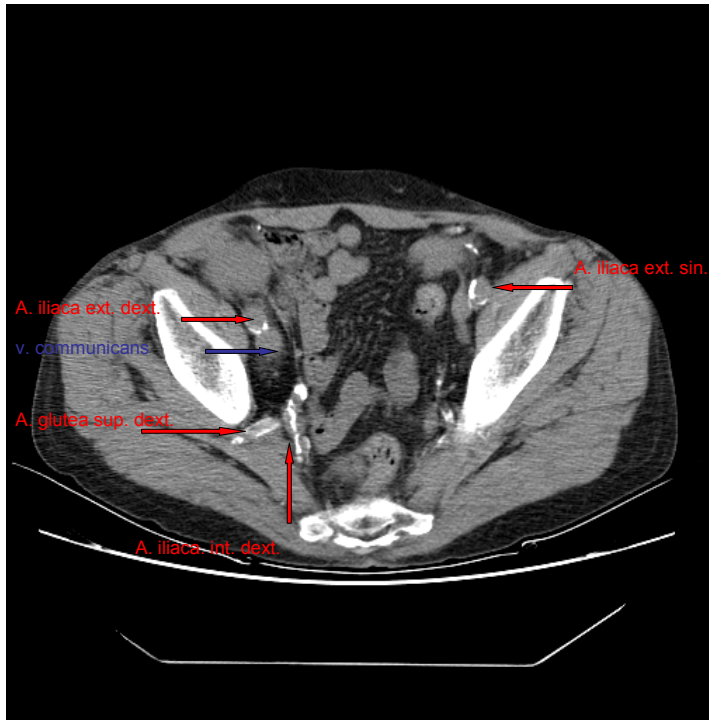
CT Bild 2, Verkalkung Grad 2
